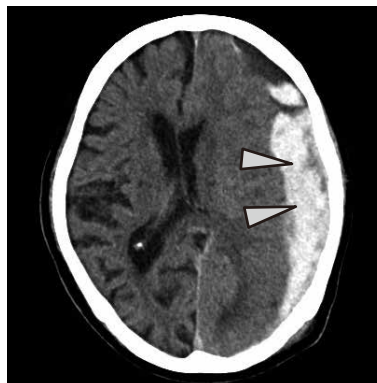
急性硬膜下血腫のCT画像（硬膜下血腫：▶）
